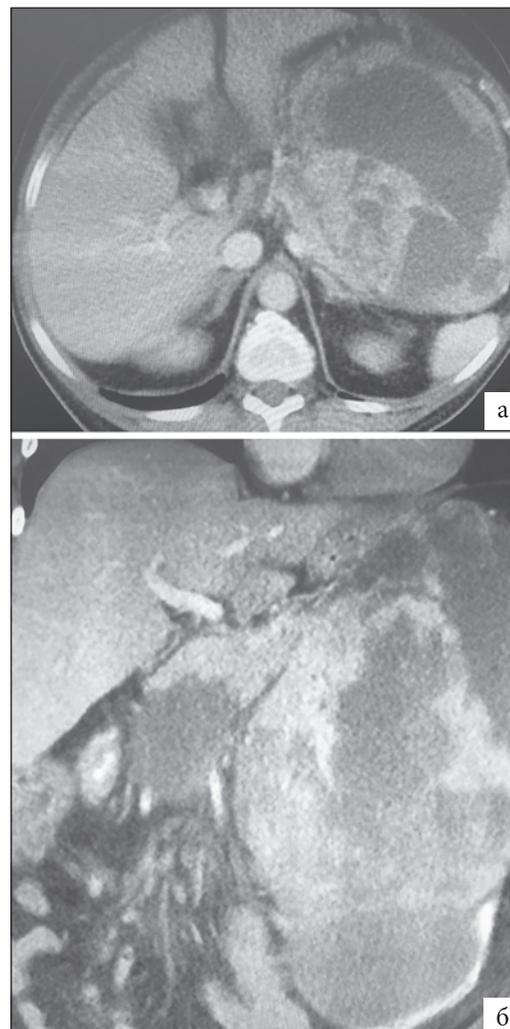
(а,б). МСКТ с болюсным контрастированием в сагитальной (а) и фронтальной (б) проекциях. В области эпи- и мезогастральной определяется массивное многокамерное кистозно-солидное образование размерами 225 x 170 x 250 мм, предположительно исходящее из хвоста поджелудочной железы.
